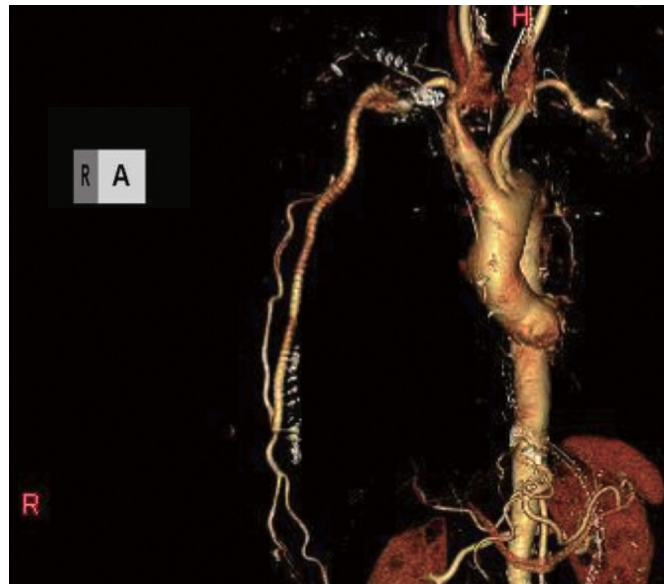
術後3D CT angiography：良好なバイパス開存が確認できた。
